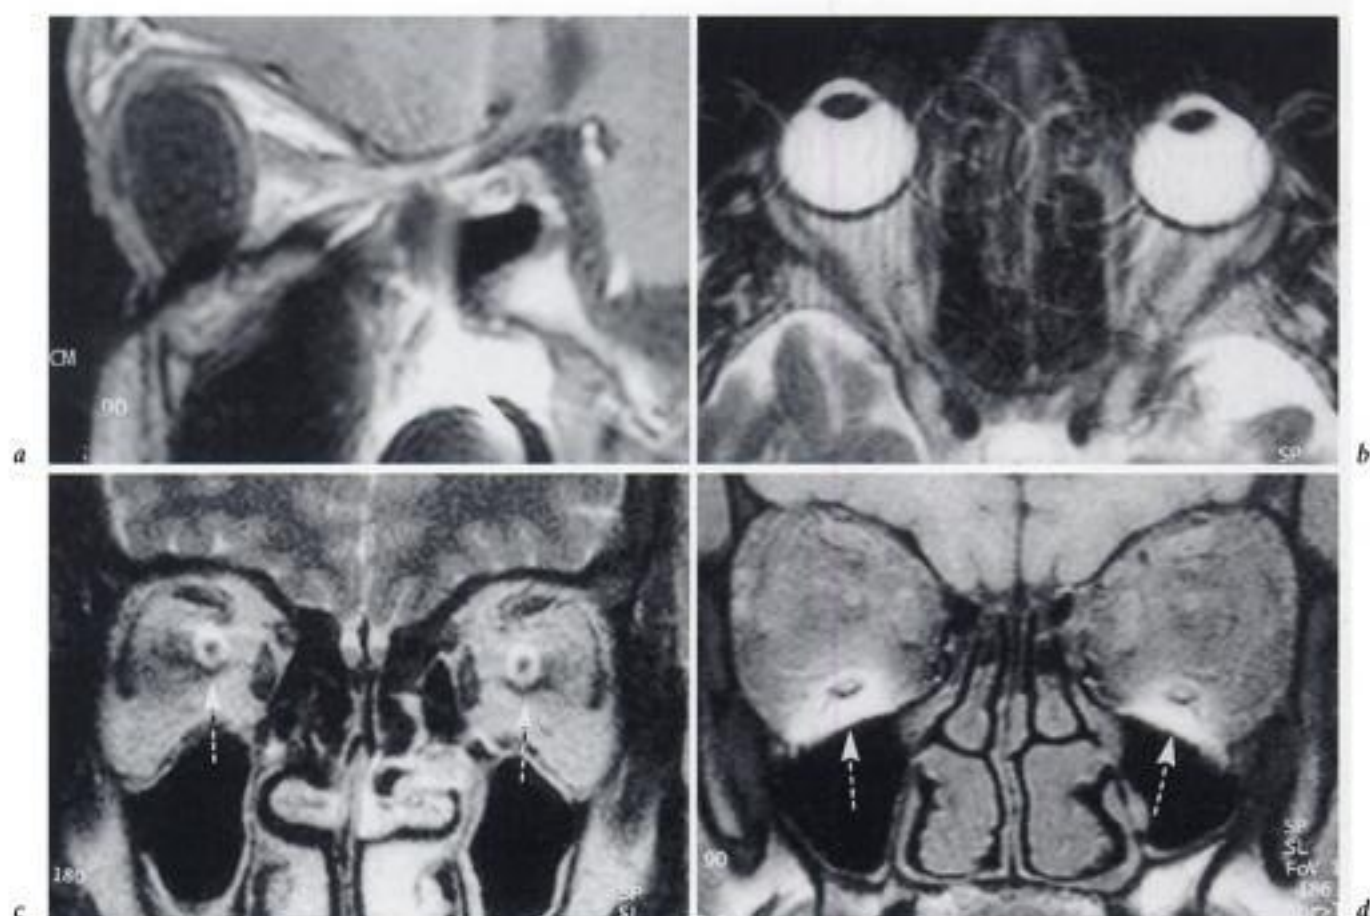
Artéfacts en IRM oculo-orbitaire.
